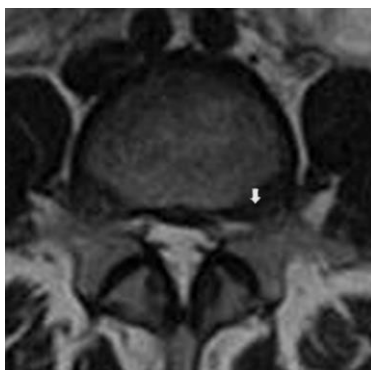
МРТ-візуалізація лівобічного парамедіально-форамінального випинання L4–L5 (стрілка).
